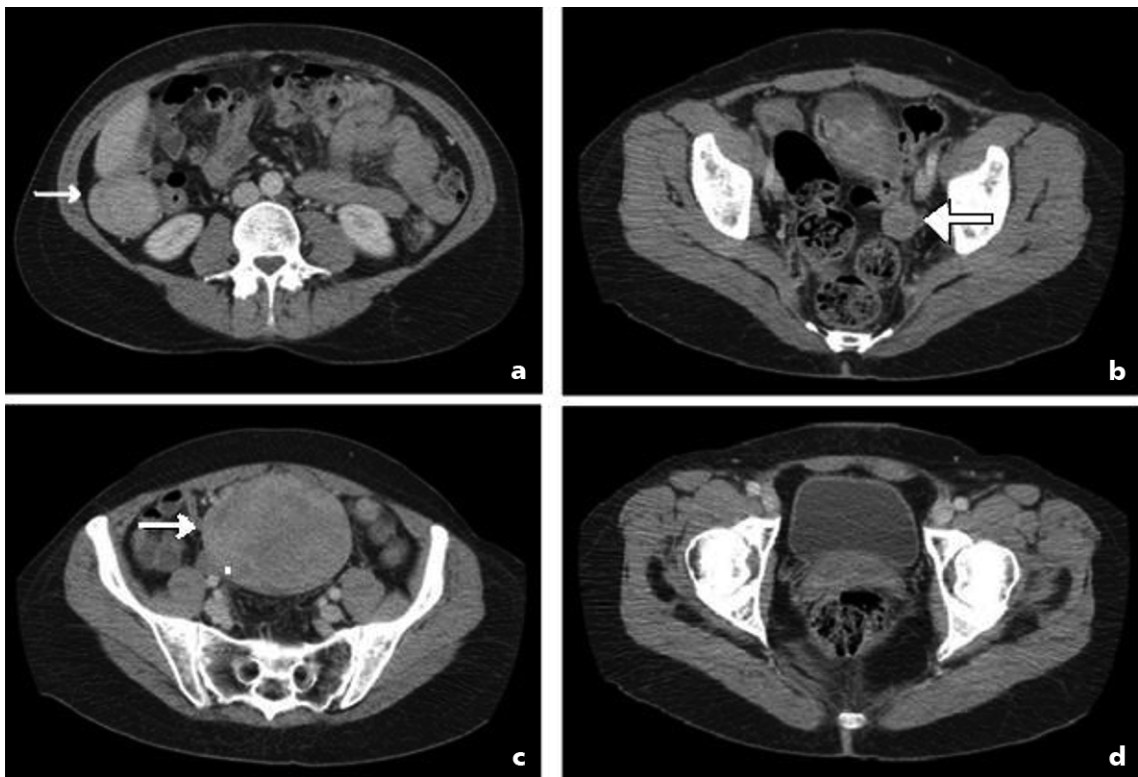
Tomografía computada de abdomen y pelvis, cortes axiales seleccionados en fase porto-venosa. (a) Se identifica una masa sólida de 5 cm adyacente al polo hepático (flecha), bien delimitada, que realza ávidamente con el uso de contraste. Ésta no impresiona depender de ninguna estructura intrabdominal; (b) A nivel de hipogastrio se observa masa de 11 cm similar a la anterior (flecha); (c) En la excavación pelviana, lateralizada a derecha se identifica una tercera masa de 3 cm no visualizada en ecotomografía (flecha); (d) Corte a nivel pelviano bajo que demuestra que no hay líquido libre intraabdominal.
